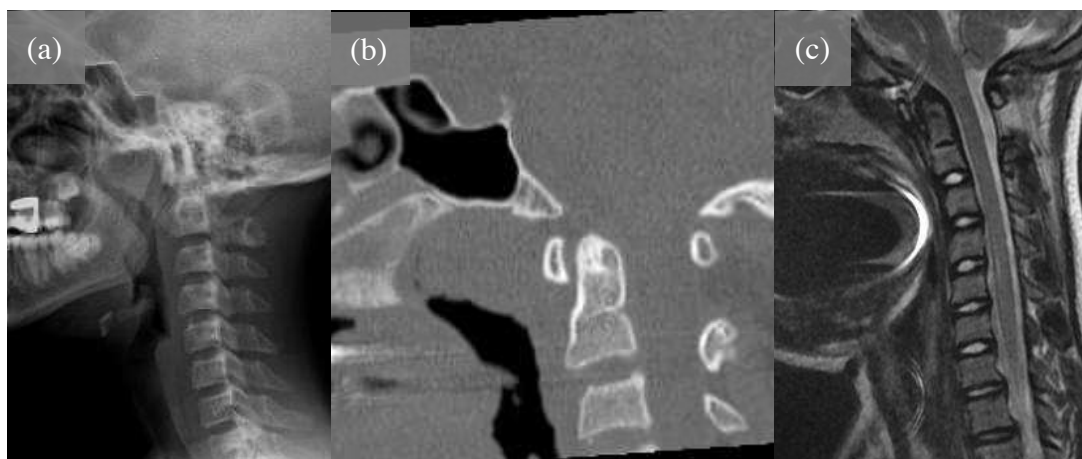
Hipoplasia do clivo, estenose do forame magno e do canal vertebral em paciente com 13 anos de idade, acondroplasia e lesão da medula espinhal no plano dos corpos vertebrais de C4 e C5: radiografia (a), tomografia computadorizada (b) e ressonância magnética (c). Arquivo pessoal do autor.
